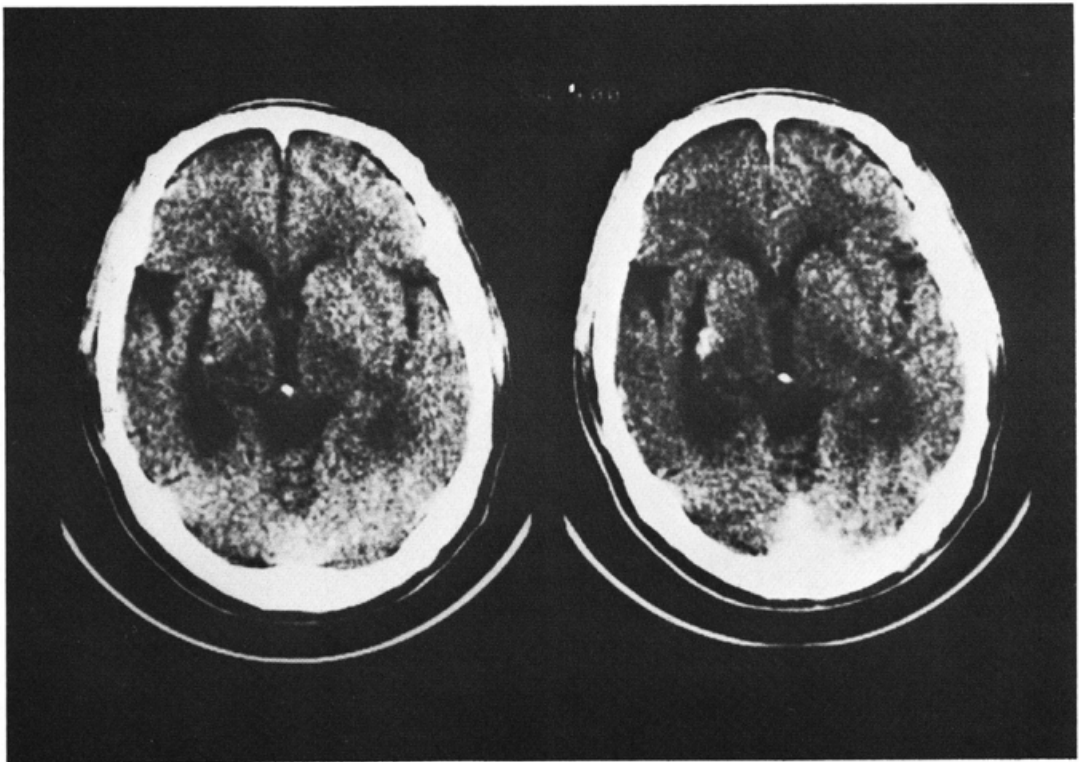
Left: Plain CT-scan. A low density area is seen at the left putaminal region. Right: Contrast-enhanced CT-scan. An enhanced area locates lateral to the internal capsule.
